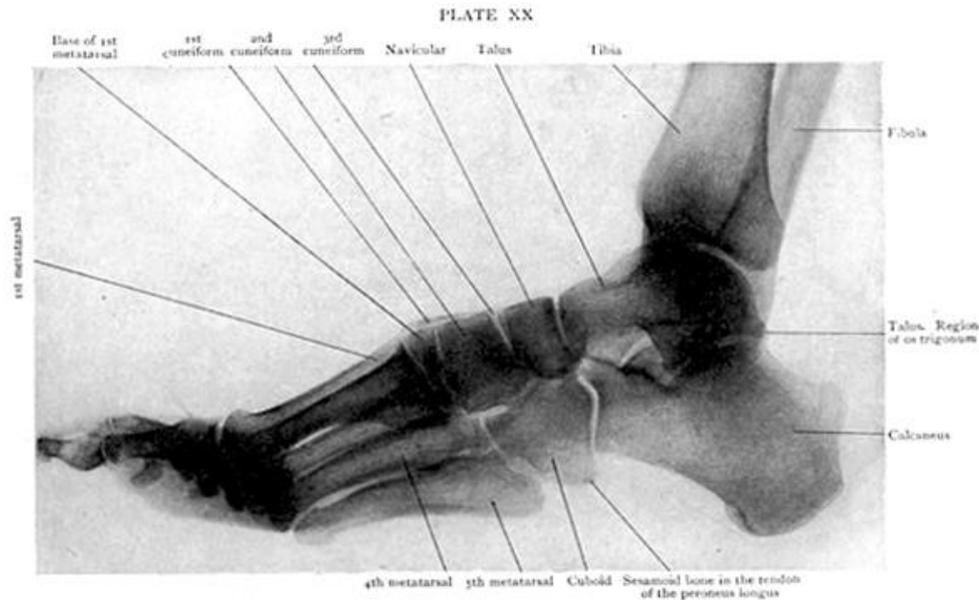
Radiograph of the Foot of an adult.
